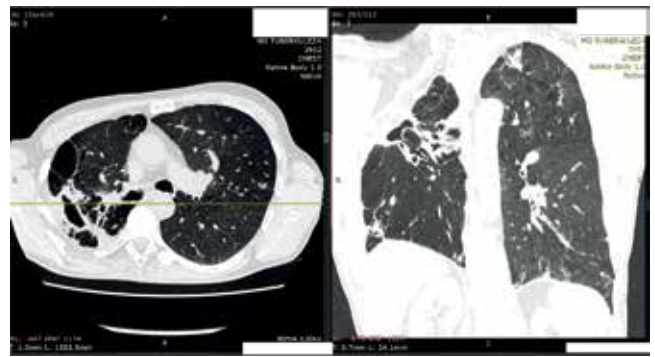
КТ ОГК пациента К. при поступлении в ННИИТ
